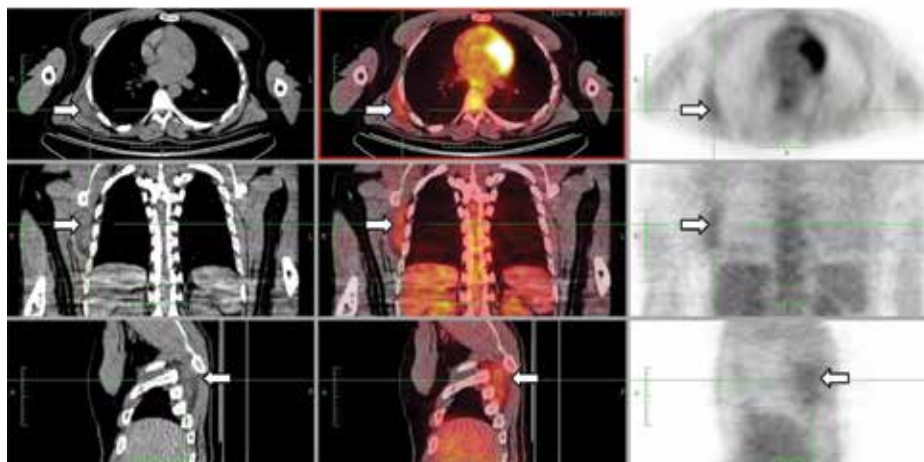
PET-CT com $FDG^{18}F$ evidenciando aumento discreto a moderado do metabolismo na região infraescapular direita, superficialmente à parede torácica (SUV 1h de 2,1; e SUV 2h de 1,7) na área que corresponde ao tumor (setas).
